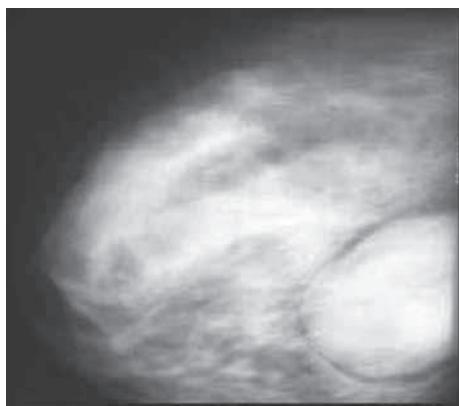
Рентгенограмма правой молочной железы краинокаудальной проекции больной А., 20 лет. Нейрогенная саркома правой молочной железы. В верхнем квадранте определяется дольчатое узловое образование размером 7*6 см, контуры четкие, полоска просветления по периметру опухолевого узла.
